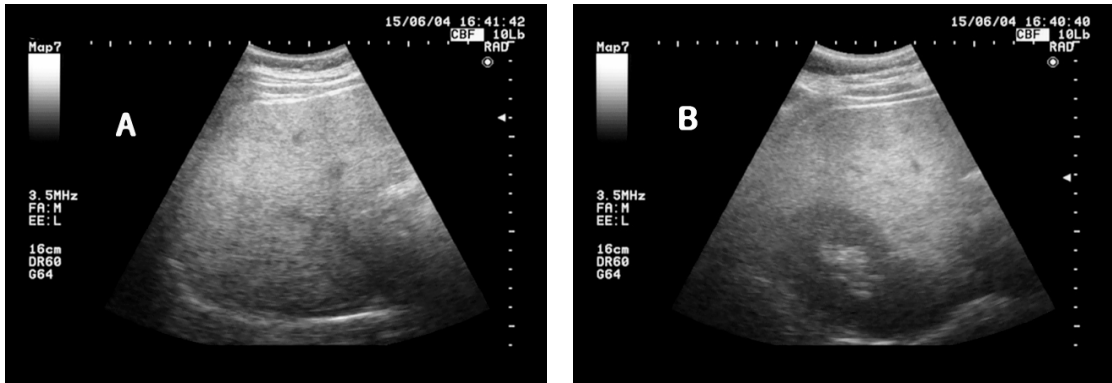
Ultrasonography findings of liver at 2015.6.4.
